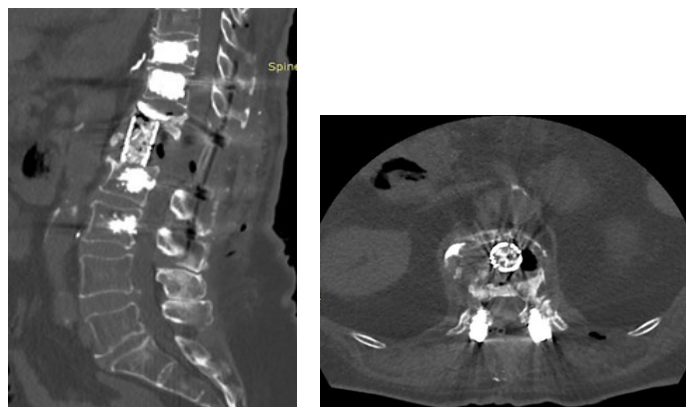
Послеоперационные КТ снимки, 1 сутки после операции
